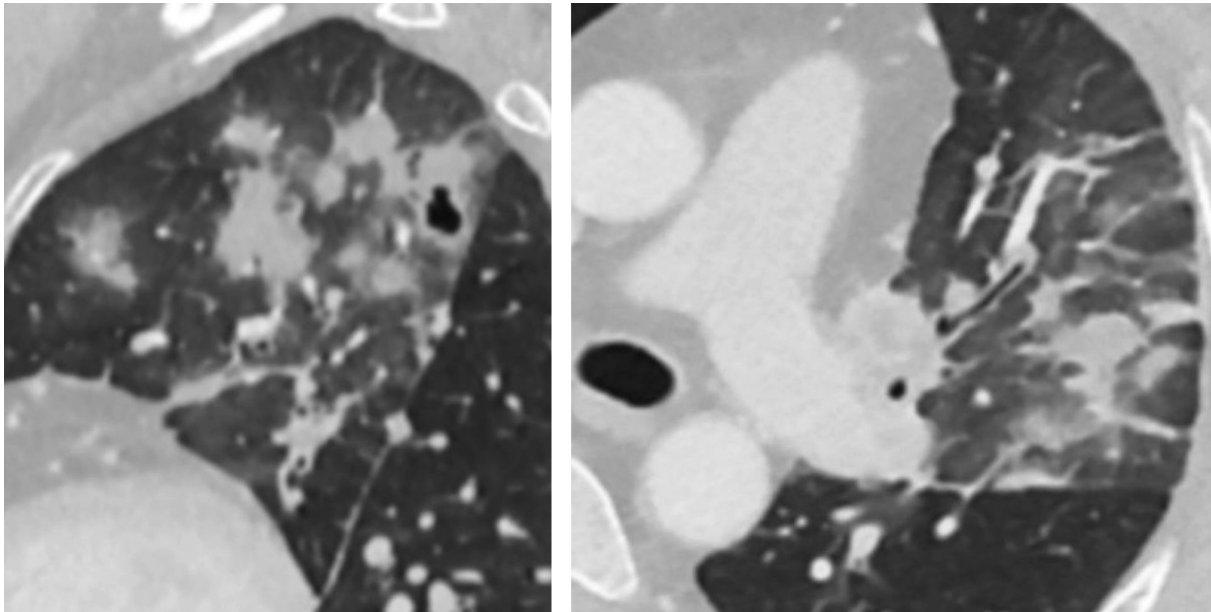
КТ-реконструкції паренхіми легень у сагітальній та аксіальній площині. Візуалізуються ділянки консолідації легеневої тканини з наявністю на рівні однієї з них порожнини розпаду, також визначаються ділянки «матового скла»
